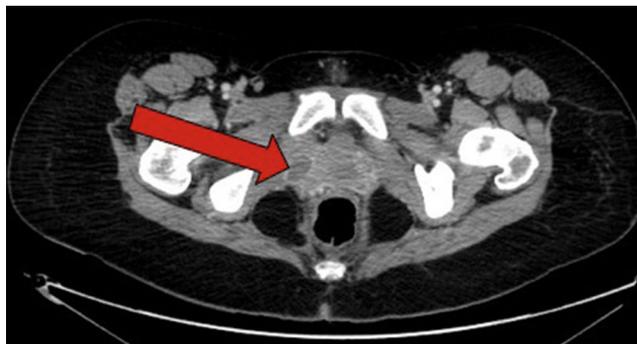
Tomografía computarizada que muestra una colección en la pared vaginal lateral derecha de 24 × 15 mm, compatible con hematoma.
